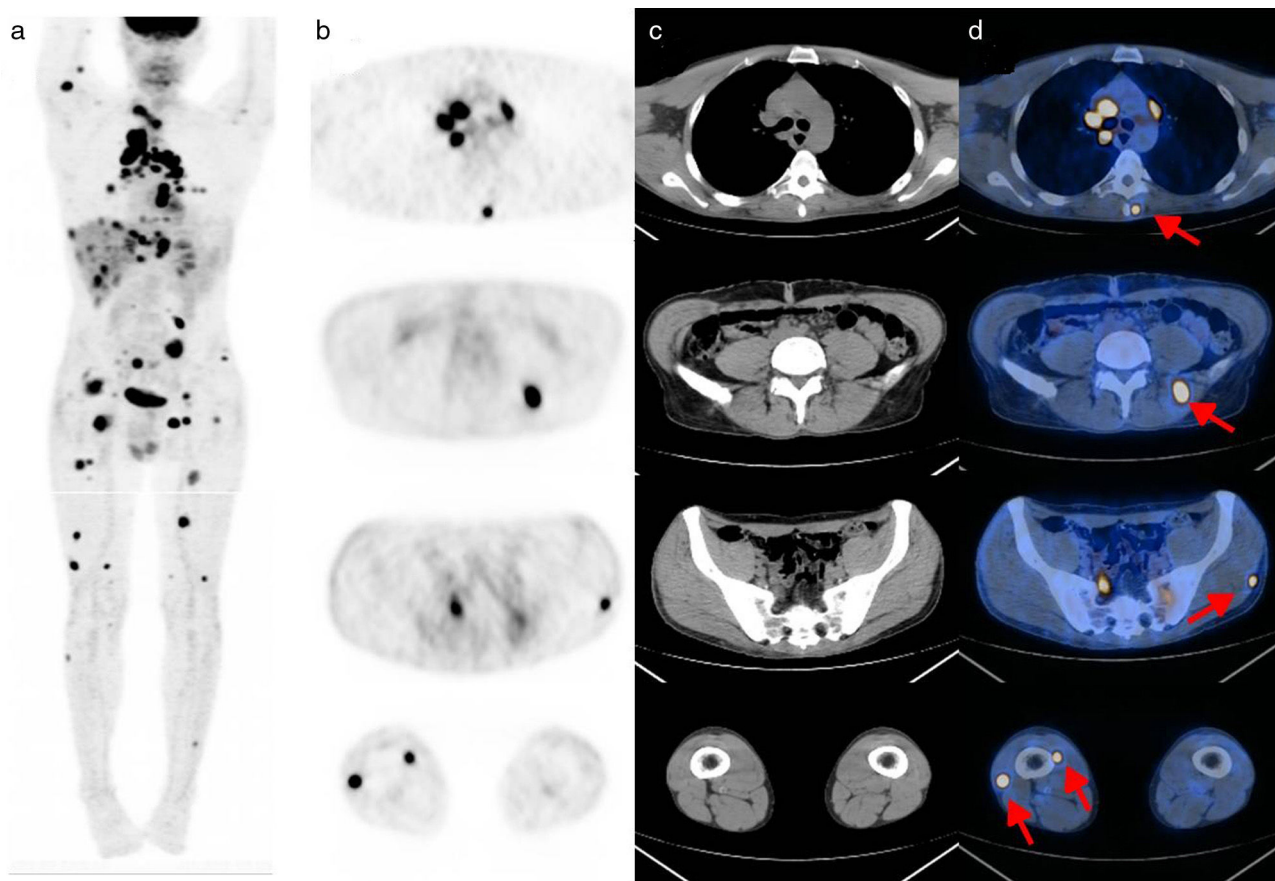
Paciente n.º 30: hombre de 39 años con cáncer papilar de tiroides avanzado y múltiples metástasis. Se muestra (a) el estudio PET con proyección de máxima intensidad 3D, (b) los cortes axiales de PET, (c) los cortes axiales de TC y (d) los cortes de fusión PET-TC. Además de las lesiones secundarias en pulmones, mediastino, hígado y otros órganos, con el examen FDG-PET/TC se identificaron 35 metástasis musculares, (d) algunas de ellas señaladas con flechas rojas.
